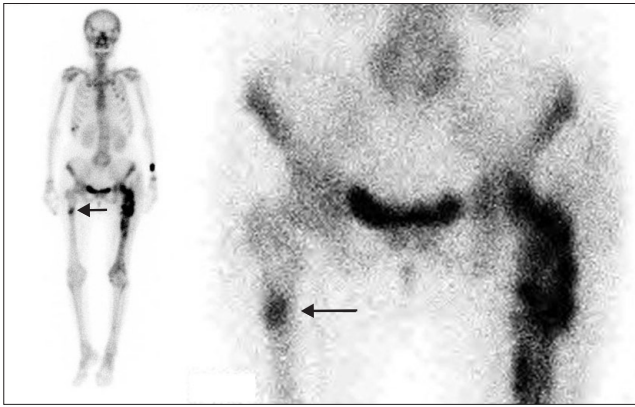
Post-operative bone scintigraphy of patient shows increased uptake (arrow) in the contralateral right femur.
